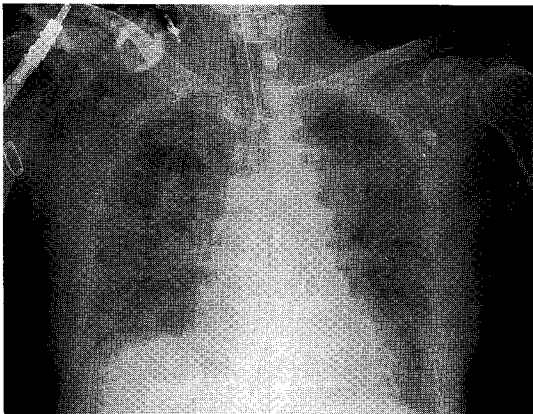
Chest X-ray showing diffuse interstitial infiltration in both lung fields.
